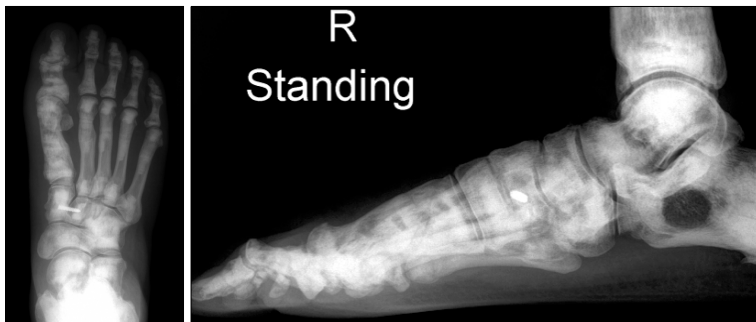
At 40 weeks after reoperation, correction angle is maintained well but these radiographs show dorsal subluxation of 1st metatarsophalangeal joint caused by nonunion of proximal phalanx.
